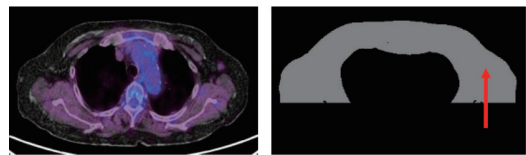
検出例. (a)PET/CT 画像, (b)高集積領域検出画像.
